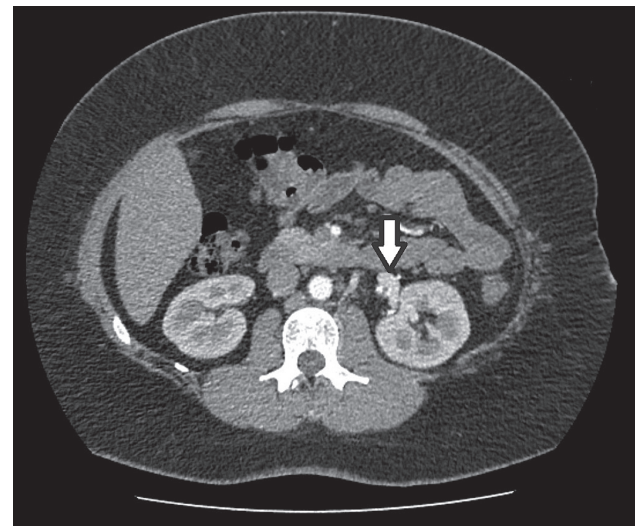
Результат КТ черевної порожнини та заочеревинного простору, утворення ложа лівої надниркової залози (стрілка).
